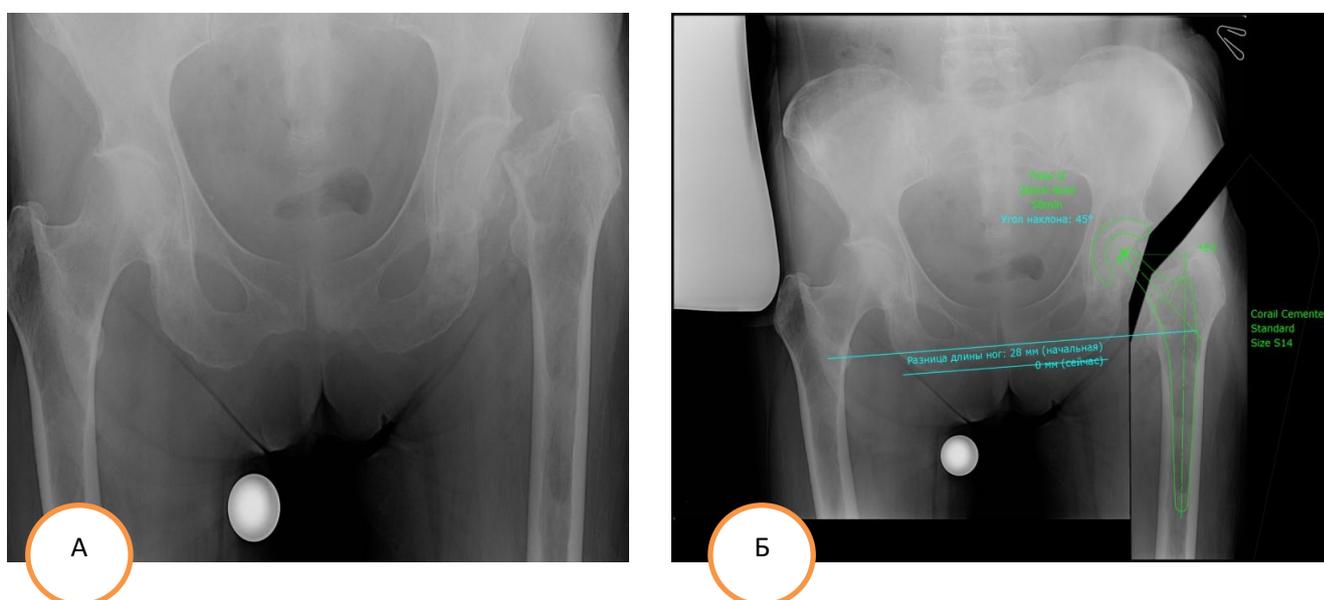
А – рентгенограмма перед операцией; Б – предоперационное планирование
